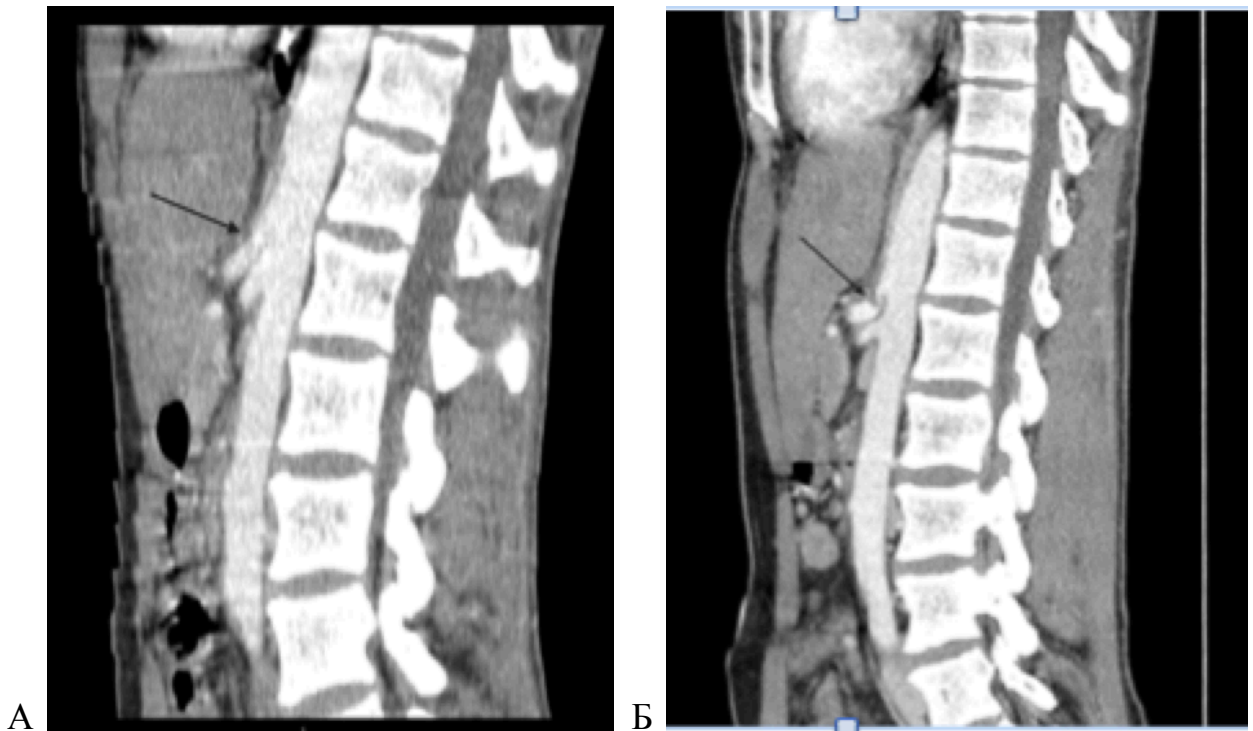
МСКТ – ангиограммы ЧС после первичной ДЧС, тот же больной:
